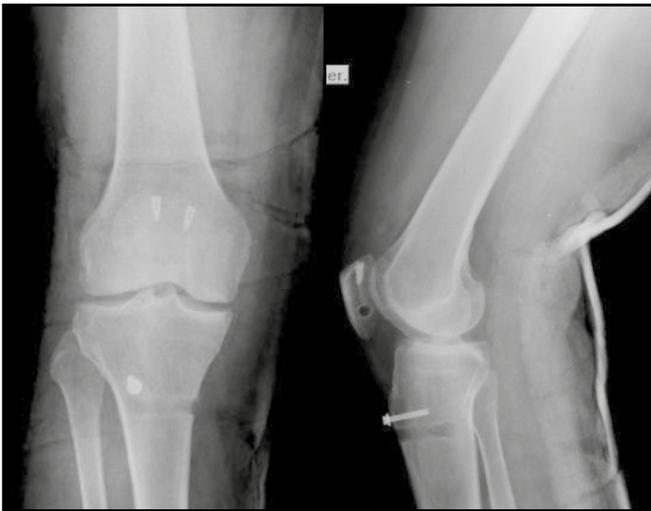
Radiografías POP de rodilla derecha (frente y perfil)
